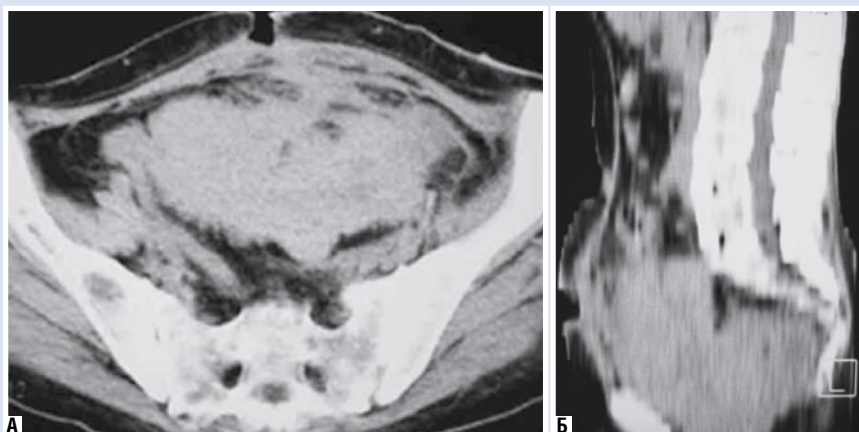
Компьютерная томограмма малого таза пациентки (а – поперечный срез; б – сагиттальный срез)
